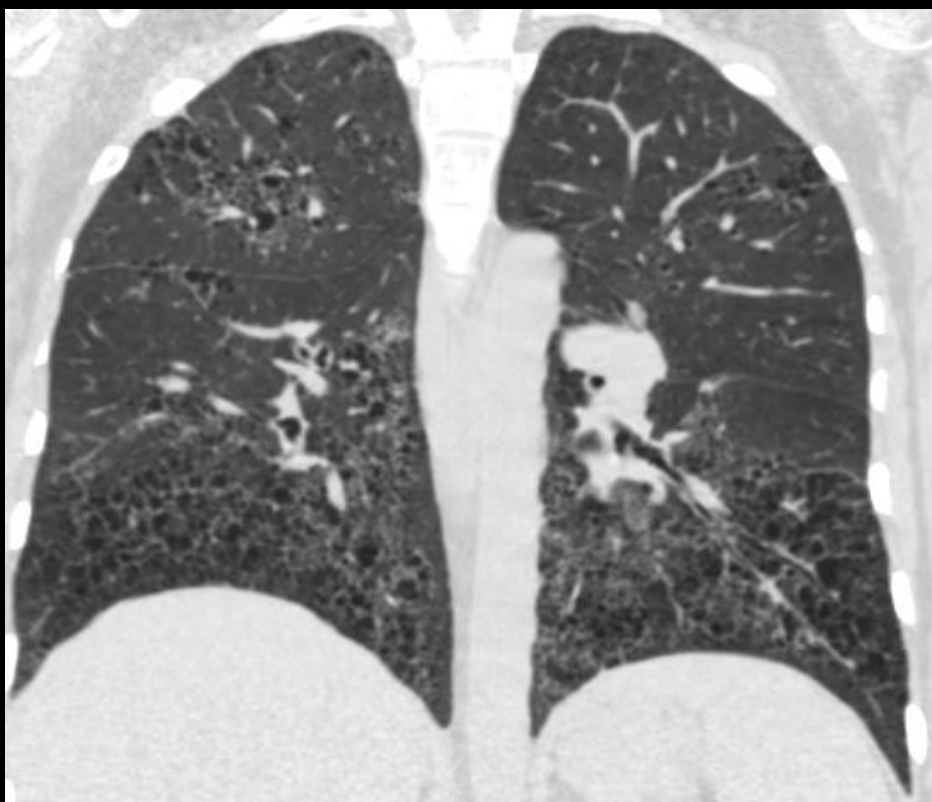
Imagen de TC en reconstrucción MPR, en donde se evidencia disminución del volumen de los lóbulos inferiores a expensas del patrón en panal de abeja, característica predominante en esta paciente típico de fibrosis pulmonar idiopática.
